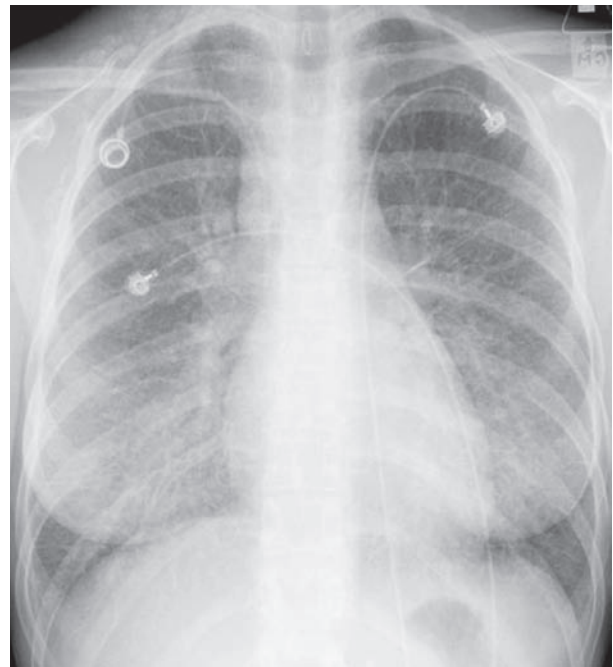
Radiografia do tórax em PA mostrando opacidades lineares que acometem o lobo inferior direito. Estas opacidades se projetam da superfície pleural e são a ela perpendiculares, com 1-2 cm de extensão. As opacidades lineares com esta morfologia representam espessamento septal interlobular (linhas B de Kerley).
